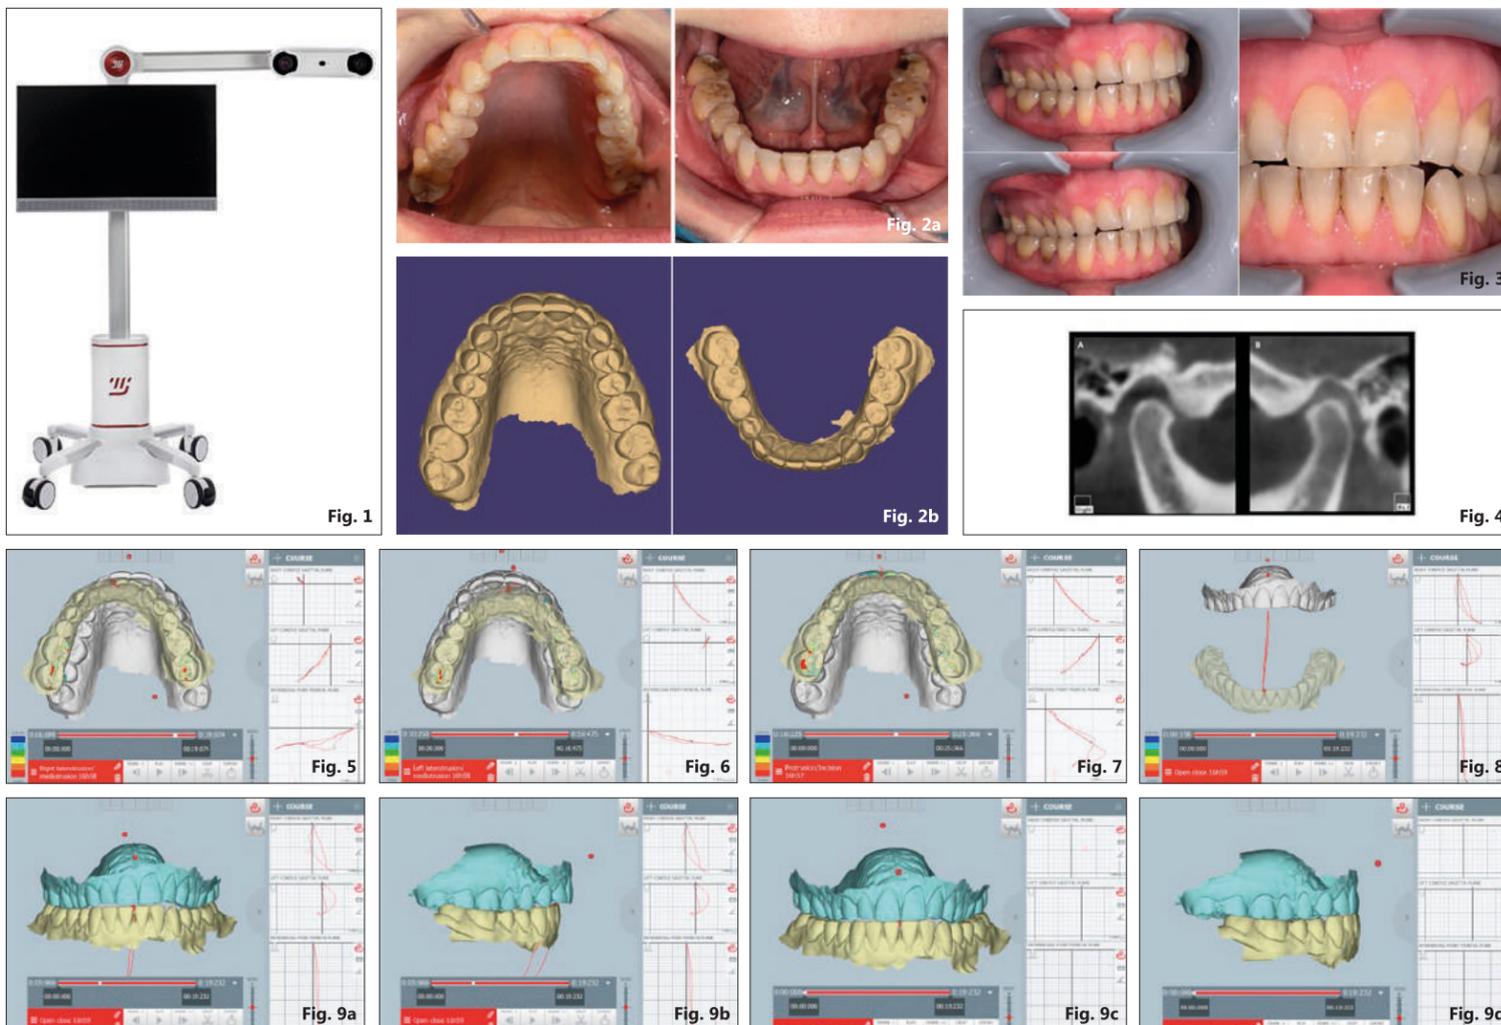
Il dispositivo digitale Tech in motion, (MODJAW) dotato di telecamera basata su stereofotogrammetria 3D per riprodurre in tempo reale movimenti mandibolari su modelli .STL delle arcate. Fig. 2a - Visione occlusale: immagini cliniche e (b) file .STL; Fig. 2b - Visione occlusale: file .STL; Fig. 3 - Rapporti occlusali della paziente, classe II canina e molare a destra con crossbite, openbite, overjet aumentato, linea mediana inter-incisiva inferiore deviata a destra; Fig. 4 - CBCT delle articolazioni Temporomandibolari in occlusione abituale; Fig. 5 - Lateralità destra; Fig. 6 - Lateralità sinistra; Fig. 7 - I contatti occlusali registrati durante il movimento di protrusione mandibolare evidenziano contatti anomali a livello dei secondi molari inferiori. Il punto rosso indica un contatto anomalo durante la protrusiva; Fig. 8 - Tracciato di apertura; Fig. 9a-9d - La posizione di occlusione abituale, in visione frontale (a) e laterale (b). La posizione terapeutica ottenuta dopo la pianificazione digitale, riposizionando i condili in avanti e in basso e ricentrando la linea mediana, in visione frontale (c) e laterale (d). La posizione terapeutica è stata pianificata in tempo reale durante il check-up diagnostico della paziente, con un flusso di lavoro one-day completamente digitale.
